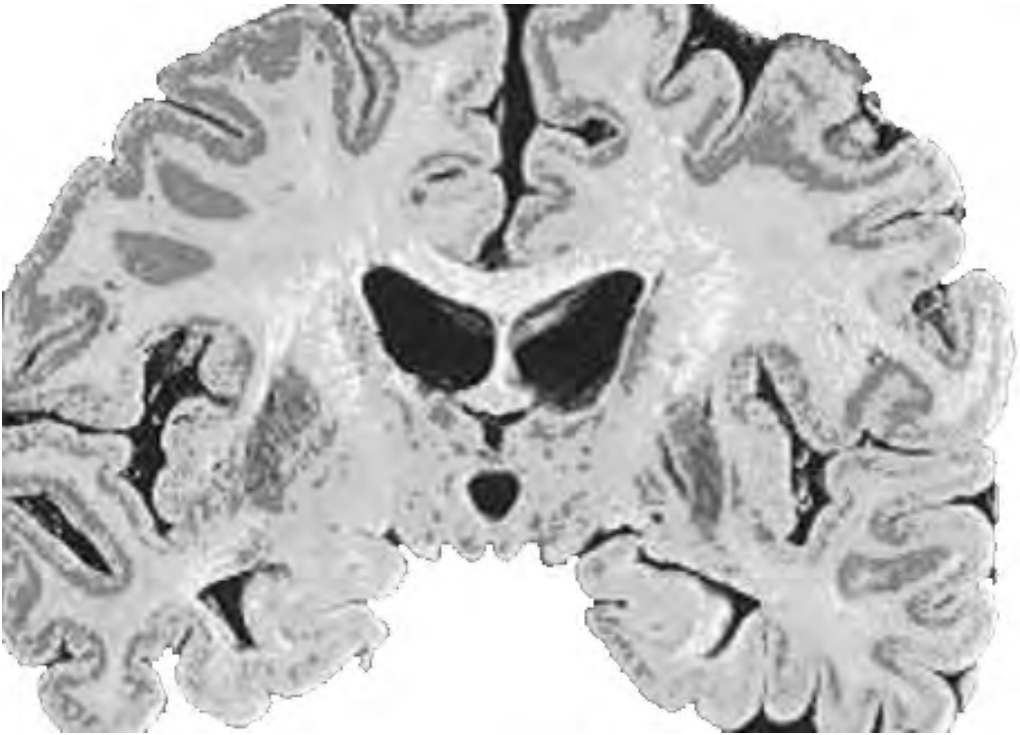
Ejemplo de corte de una tomografía del cerebro.
